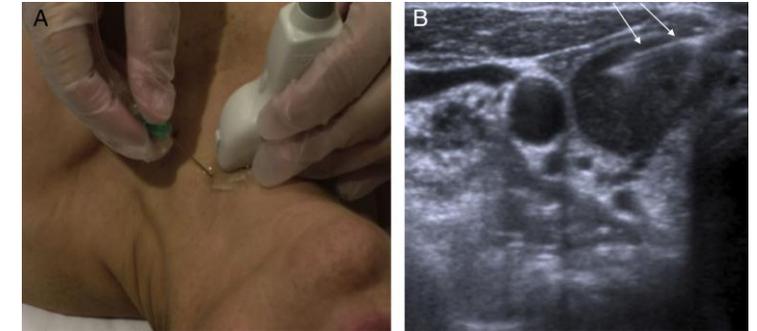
The upper panel graphically depicts parallel approach with needle and tip visualization during UGFNA. The lower panel demonstrates ultrasound image of needle and tip (arrows) during parallel approach for UGFNA
